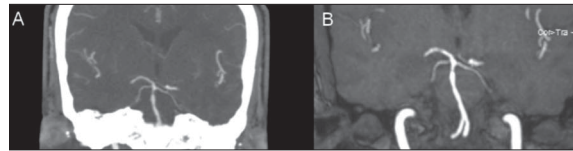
Estenose do segmento distal da artéria basilar, imediatamente antes da emergência de ambas as artérias cerebelosas superiores em angio-TC (A) e angio-RM (B).
